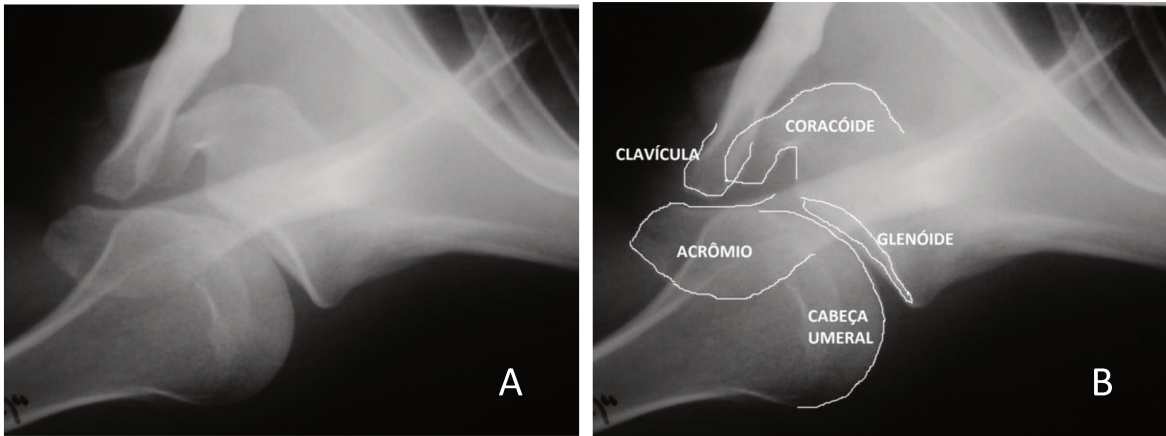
(A) Radiografia do ombro direito na incidência perfil axilar; (B) referências anatômica vistas na radiografia em perfil axilar.
